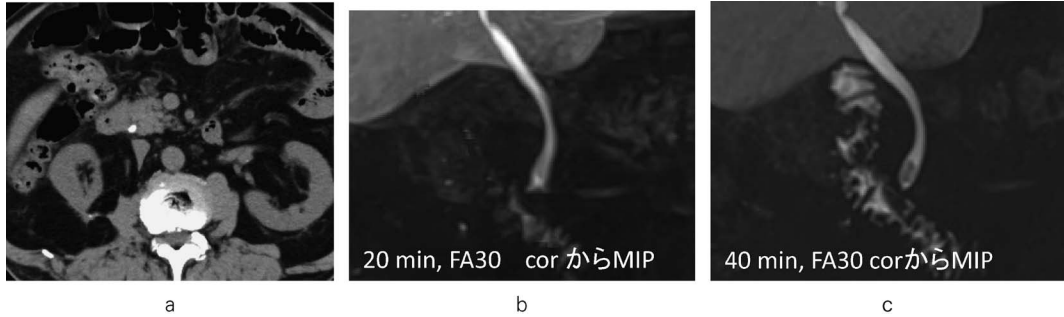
A case of choledocholithiasis in the lower common bile duct. Unenhanced CT shows a stone with high attenuation in the common bile duct. Gadoxetate disodium-enhanced MR cholangiography showed relative low signal intensity in the lower common bile duct especially at the delay time of 40 min, which corresponded to the stone. Note, the signal intensity in the duodenum was increased between the scans at 20 and 40 min, which may be suggesting the bile was flowing by the apparently impacted stone.
